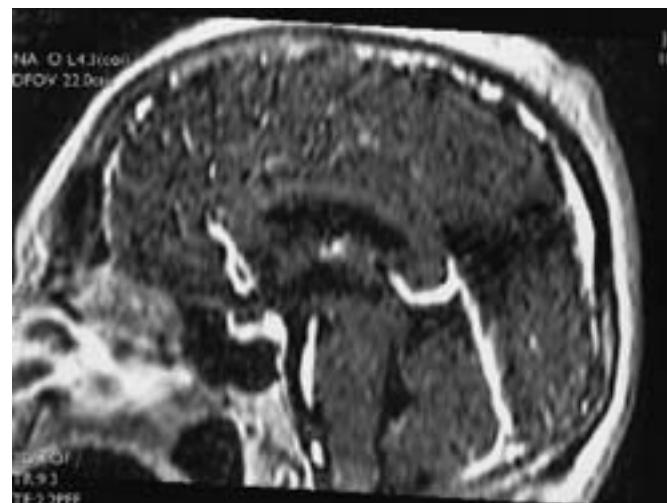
Angio-RM con técnica 3D con gadolinio. Partición correspondiente a la línea media, donde se comprueba la permeabilidad del seno recto y de la vena de Galeno.
